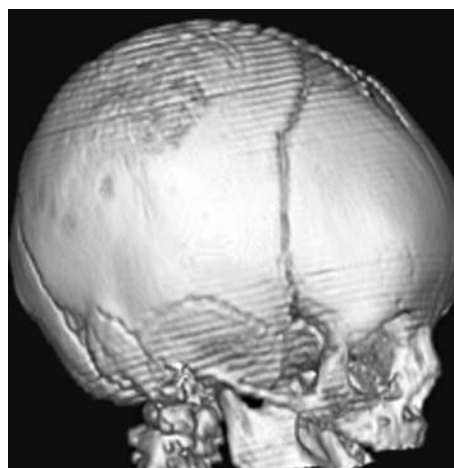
МСКТ в режиме 3D костной реконструкции. «Пятнистая деструкция» наружной пластинки теменной кости практически регрессировала. Дефектов кости не просматривается.
